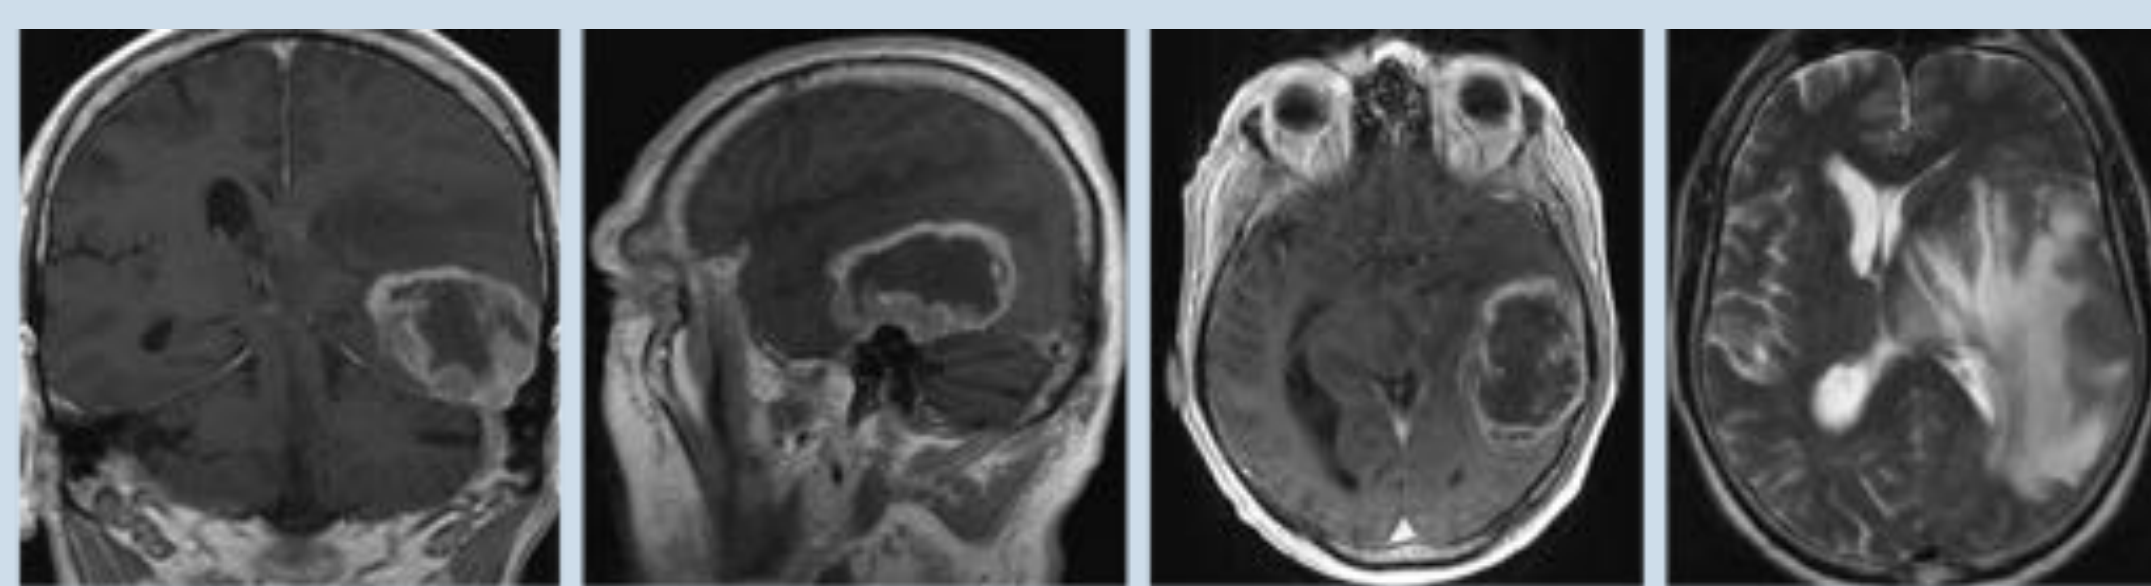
Kopf-MRT eines Glioblastompatienten. Dargestellt sind kontrastmittelgestützte Sequenzen in koronarer (A), sagittaler (B) und axialer (C) Ebene. Des Weiteren eine T2-gewichtete Aufnahme in axialer (D) Schnittebene.
